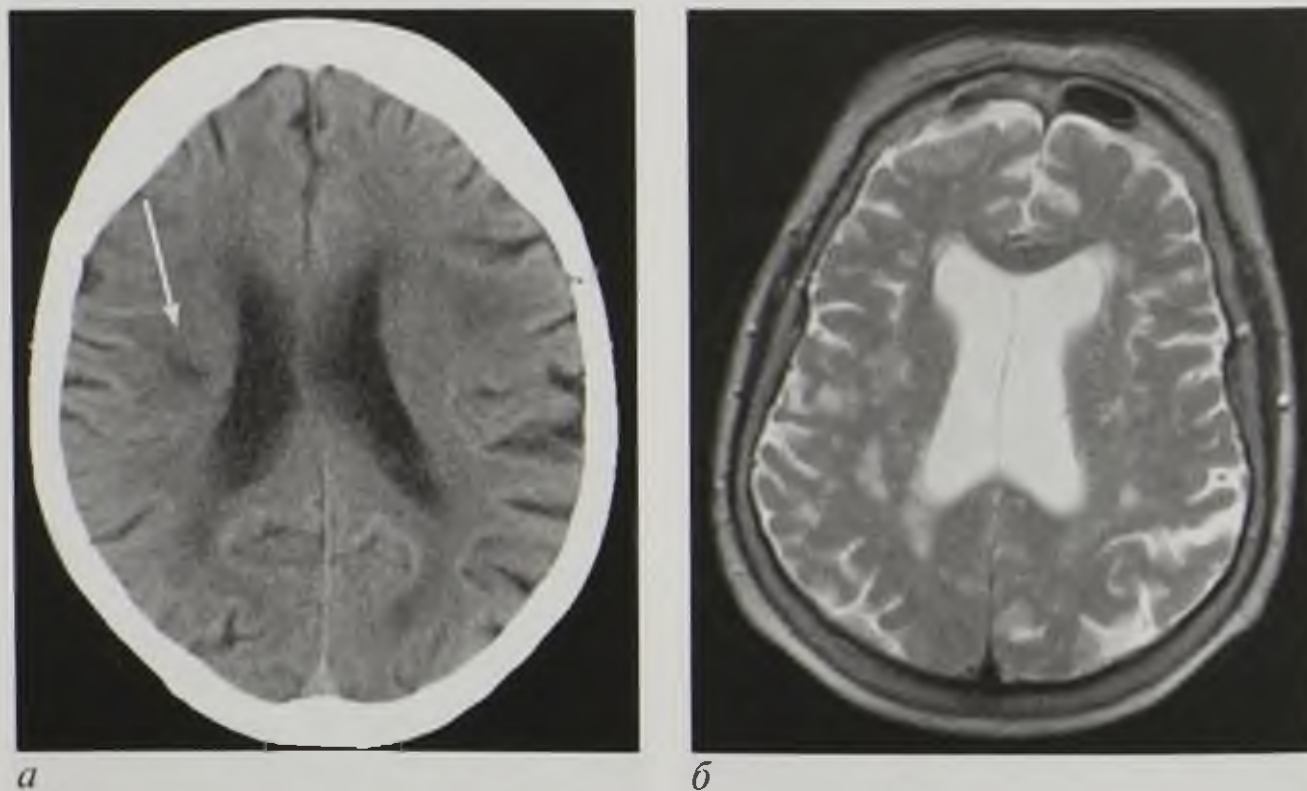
Дисциркуляторная энцефалопатия: компьютерная томограмма (а) и магнитно-резонансная томограмма, T2-взвешенное изображение (б) в аксиальной плоскости. В белом веществе головного мозга определяются округлые участки снижения рентгеновской плотности (а, стрелка), имеющие гиперинтенсивный магнитно-резонансный сигнал на T2-взвешенном изображении (б)
